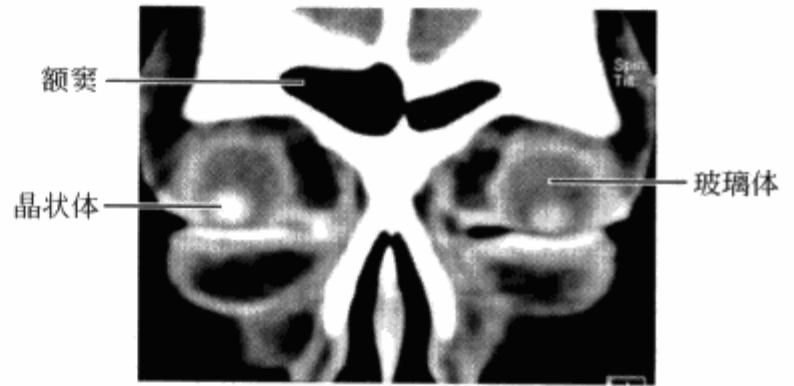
正常眼眶冠状位 CT 扫描眶外缘层面
